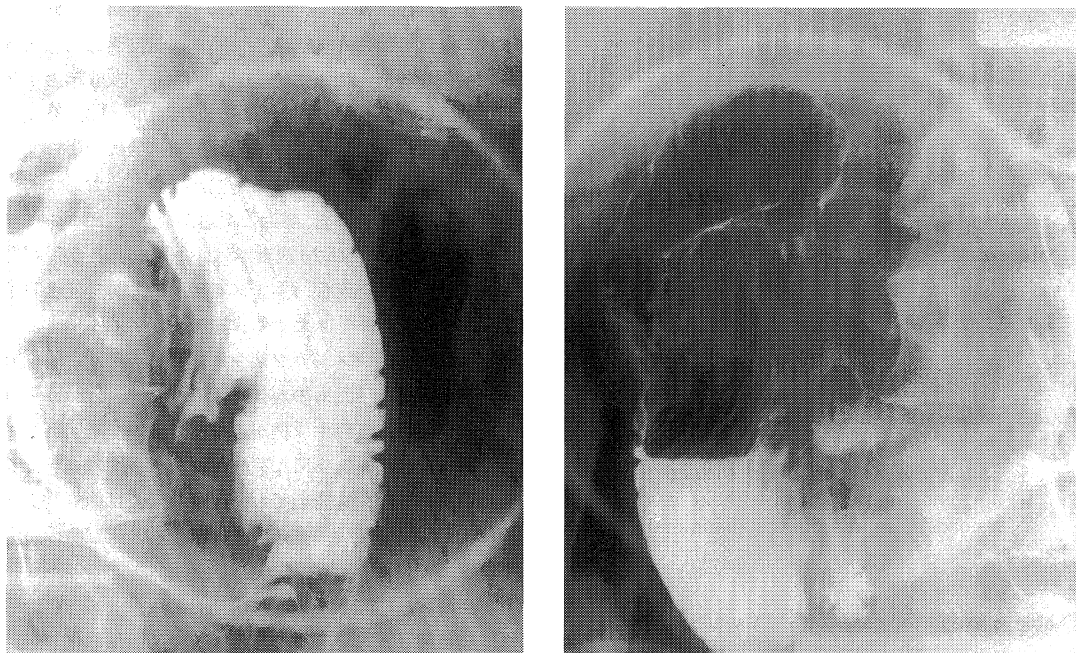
Upper gastrointestinal X-ray series revealed sharp cut-off and obstruction to the passage of barium in the third portion of the duodenum (A). Small volume of barium passed through the obstructive portion to the anal side by repeated presses (B).
